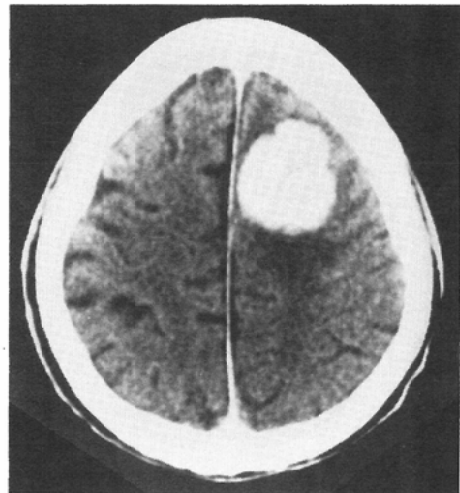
Post contrast CT scan shows a well enhancing left frontal mass with the surrounding edema.
